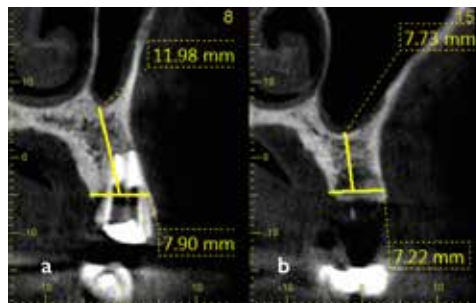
CBCT-ul preoperator pentru pozițiile 14, 15;
